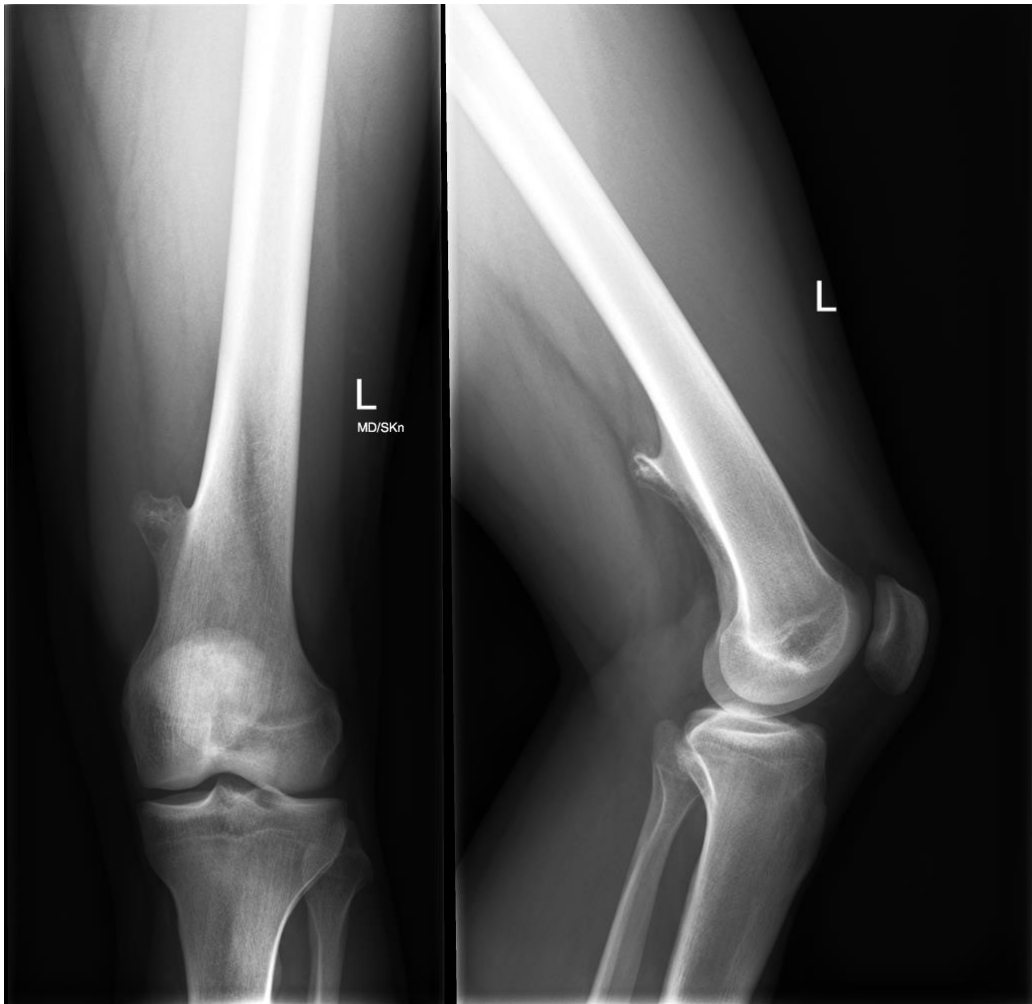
♂ 30a - Röntgenaufnahme eines OCs im distalen Femur mit gut erkennbarem verknöchertem Dorn nach medial-posterior; zur Verfügung gestellt von der Universitätsklinik für Orthopädie und Traumatologie Graz
